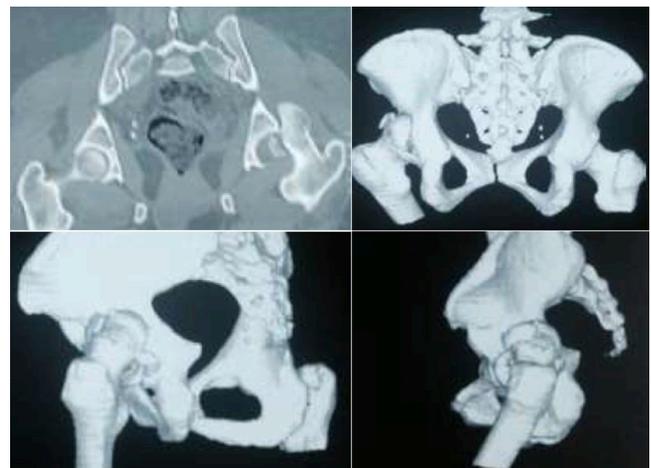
TC y 3D del caso 2, en el cual se ratifica la fractura luxación de cadera izquierda. Pipkin IV.
